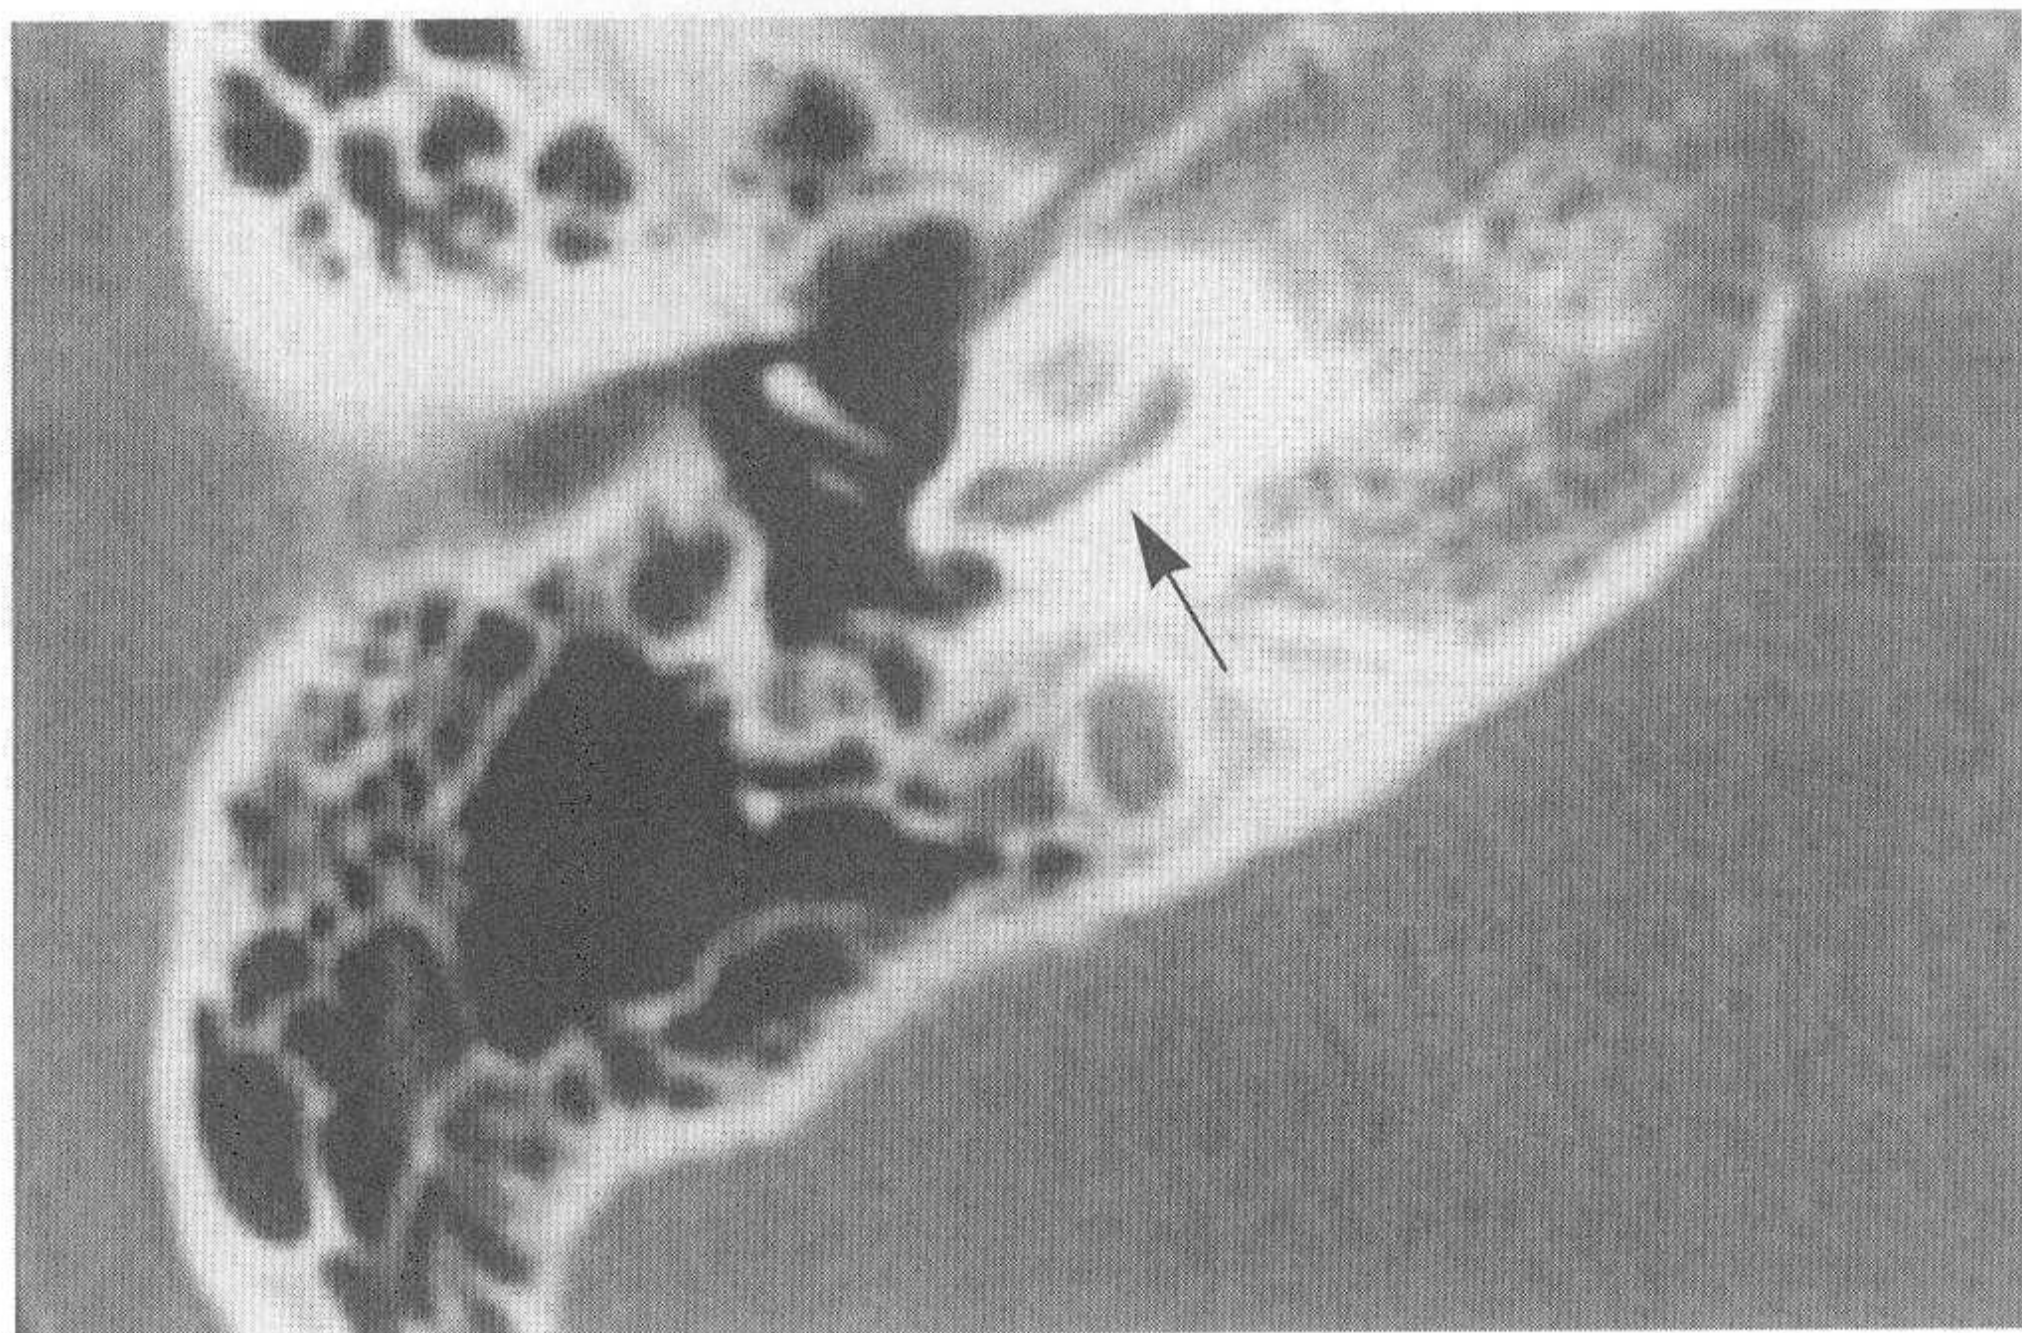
对应正常颞骨CT图像（大箭头示耳蜗基底转）
